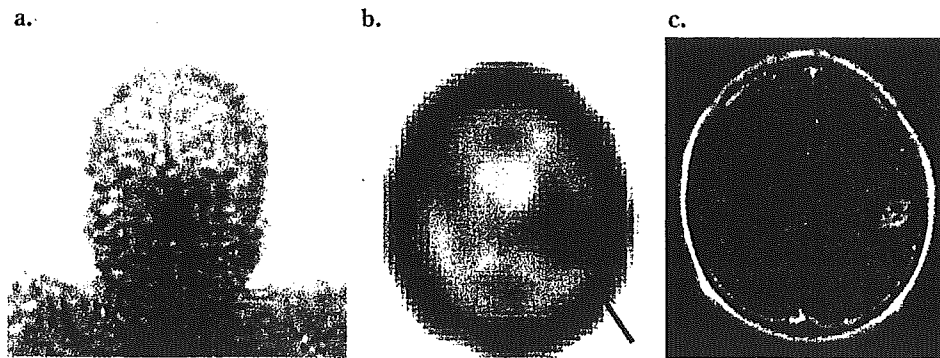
^{201}Tl planar像と SPECT 像
